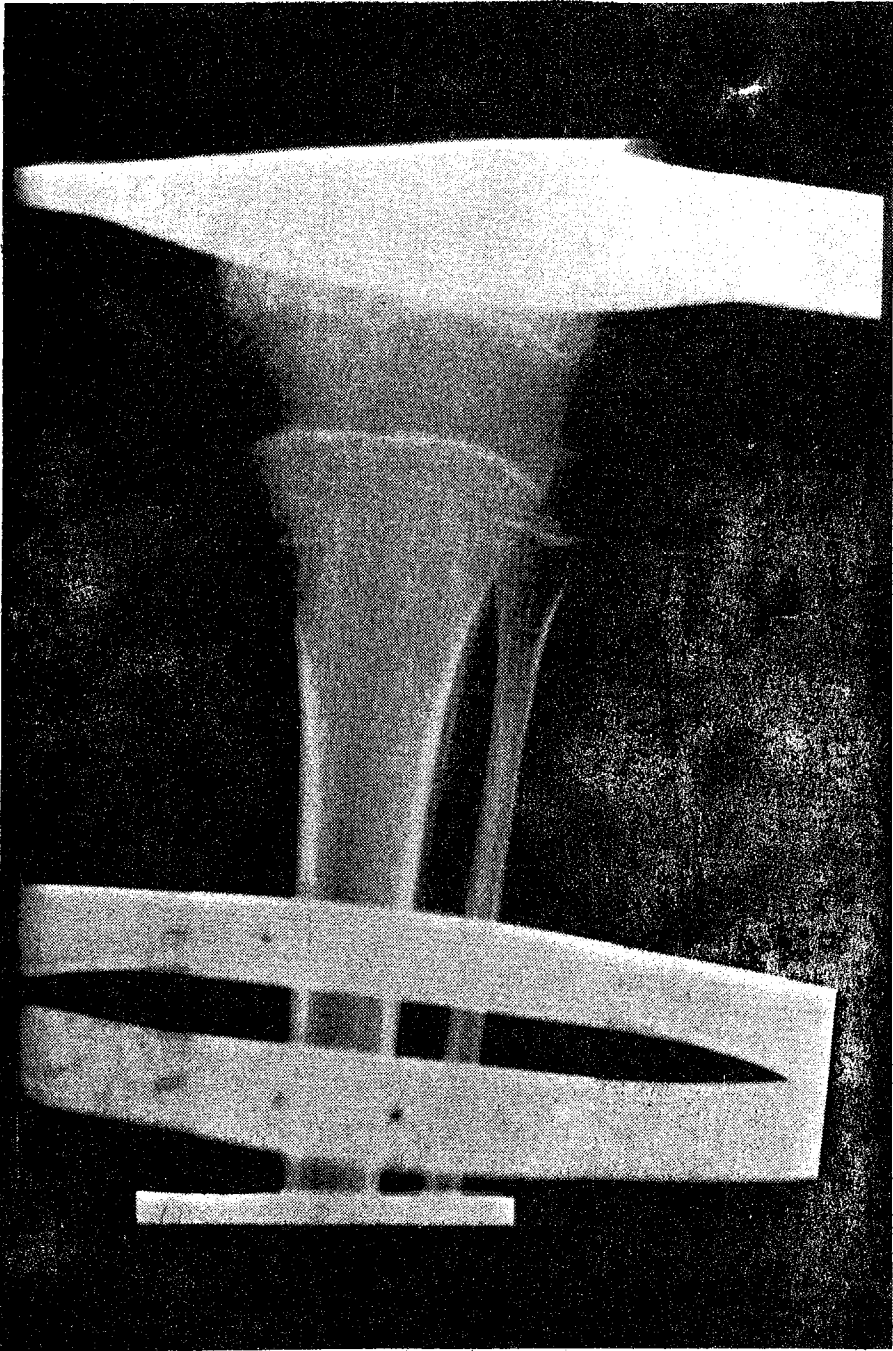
Radiografía del día 25to del alargamiento (Caso 2).
